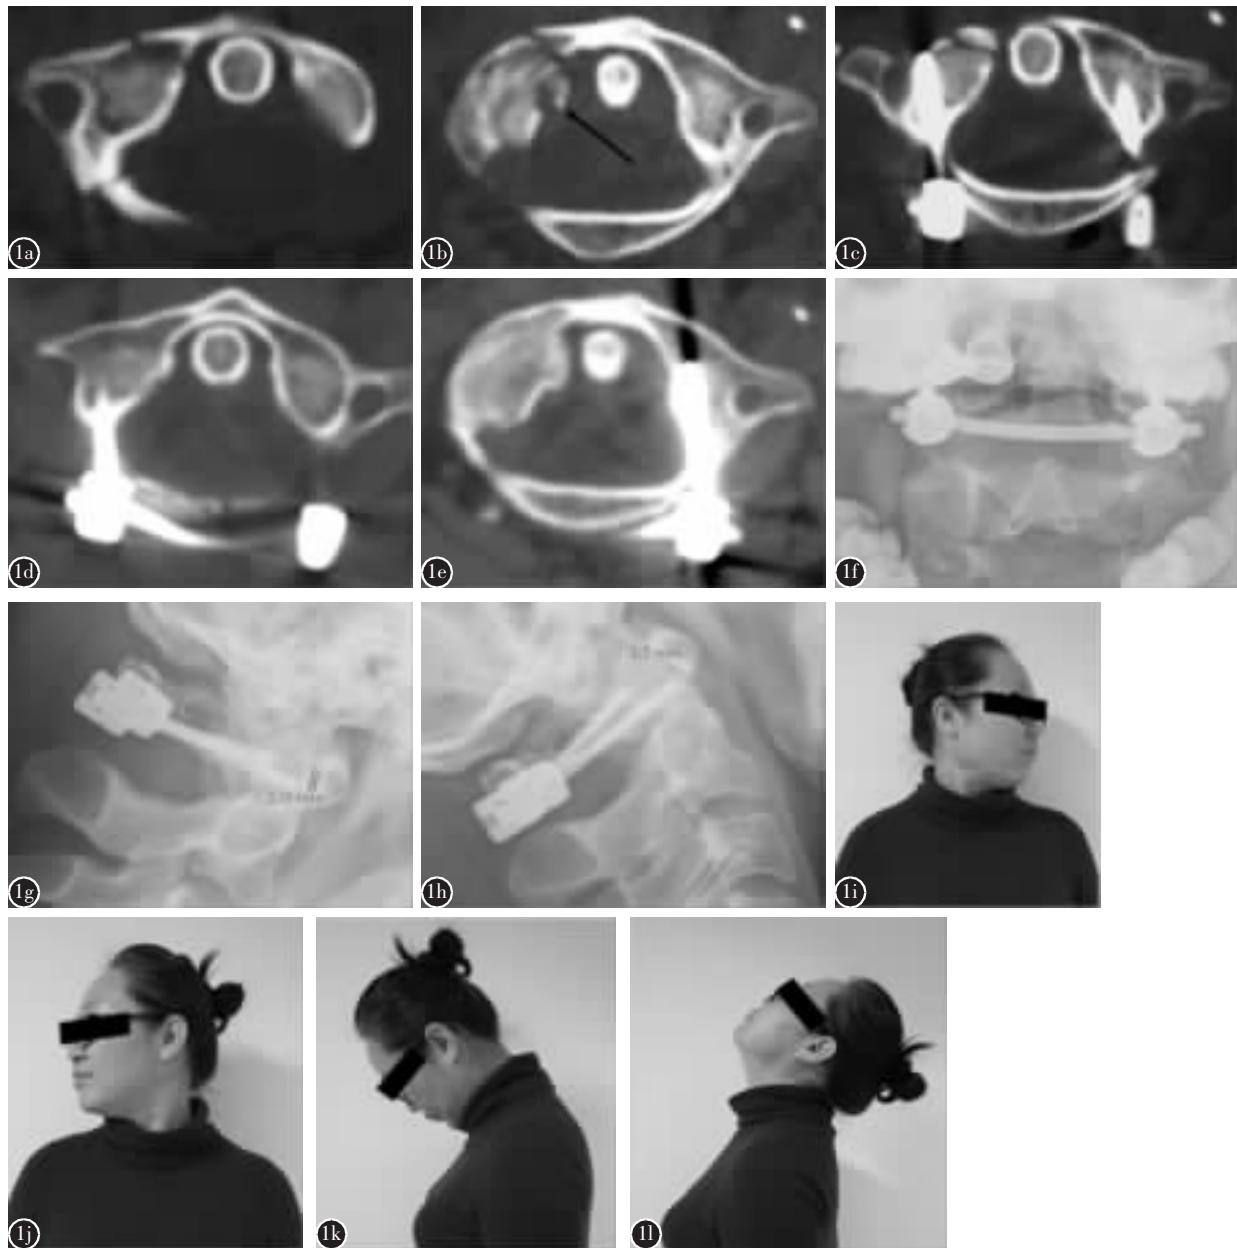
患者女,39岁 a 术前 CT 示寰椎前弓右侧及后弓右侧骨折 b 术前 CT 示右侧枕骨髁撕脱骨折 c 术后 4dCT 示骨折复位良好 d、e 术后 6 年 CT 示寰椎及枕骨髁撕脱骨折愈合良好, 内固定物位置良好 f-h 术后 6 年 颈椎张口位、动力位 X 线片示骨折骨性愈合, 内固定物位置良好, ADI 小于 3mm i-l 术后 6 年, 颈椎各方向活动无受限
